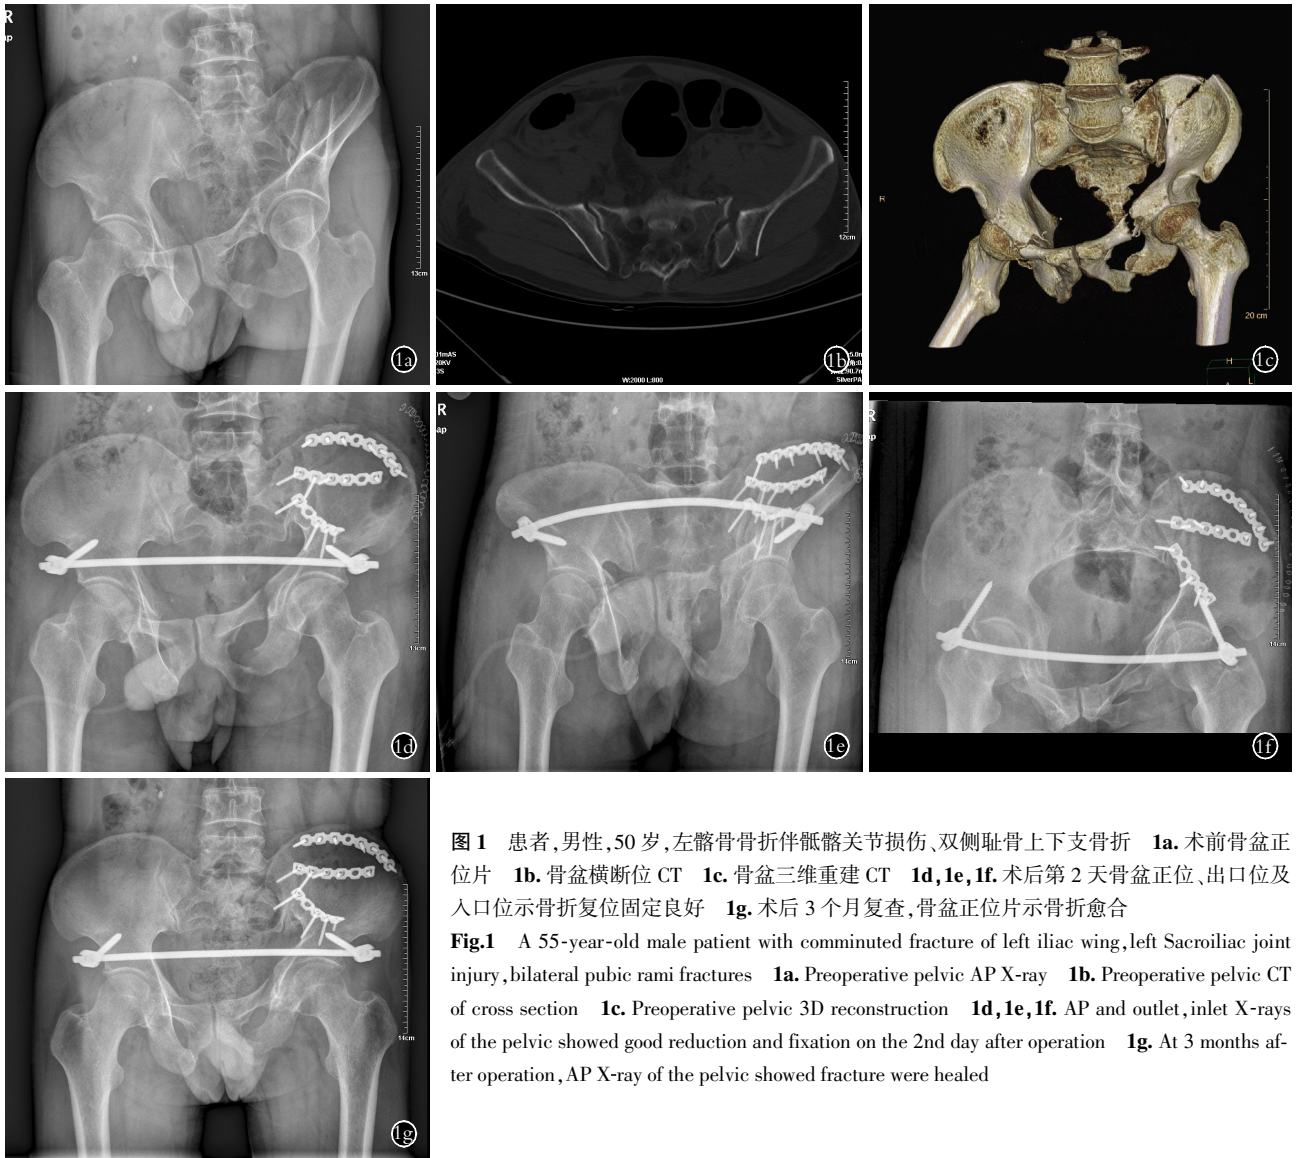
患者, 男性, 50 岁, 左髂骨骨折伴骶髂关节损伤, 双侧耻骨上下支骨折 1a. 术前骨盆正位片 1b. 骨盆横断位 CT 1c. 骨盆三维重建 CT 1d, 1e, 1f. 术后第 2 天骨盆正位、出口位及入口位示骨折复位固定良好 1g. 术后 3 个月复查, 骨盆正位片示骨折愈合
